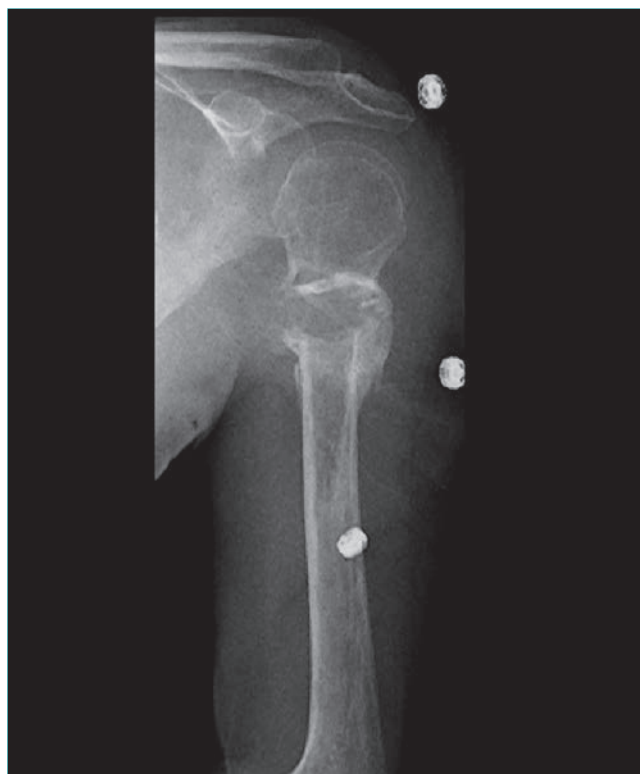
Radiografía anteroposterior del húmero izquierdo de una mujer de 59 años con cáncer de tiroides metastatizante que provocó una fractura patológica. No se consideró indicada la intervención y se trató por métodos no quirúrgicos. Apréciase la formación de callo alrededor de la zona de fractura.
